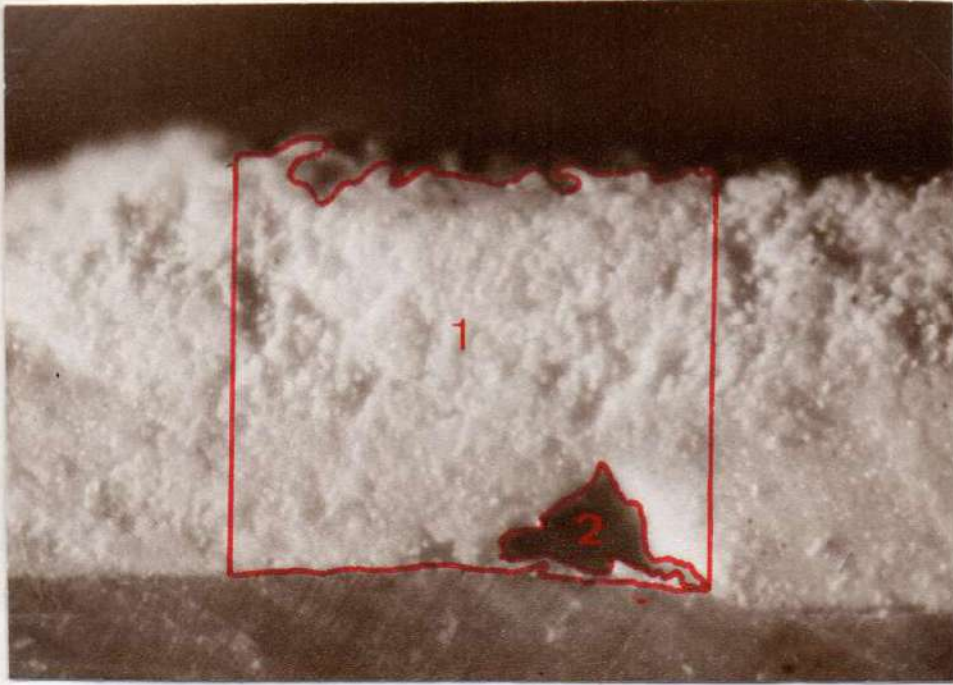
Muestra testigo donde se advierten las áreas 1 y 2 de la base de cemento / de óxido de cinc-eugenol reforzado IRM.
